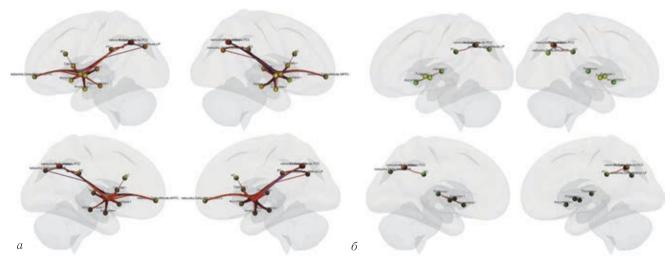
Данные функциональной МРТ. Анализ коннективности сети пассивного режима работы и подкорковых структур головного мозга в норме (a) и при алкоголизме (δ) , p<0,05. Визуализировано разобщение корковых и подкорковых структур, полностью редуцирована активность медиальной префронтальной коры
